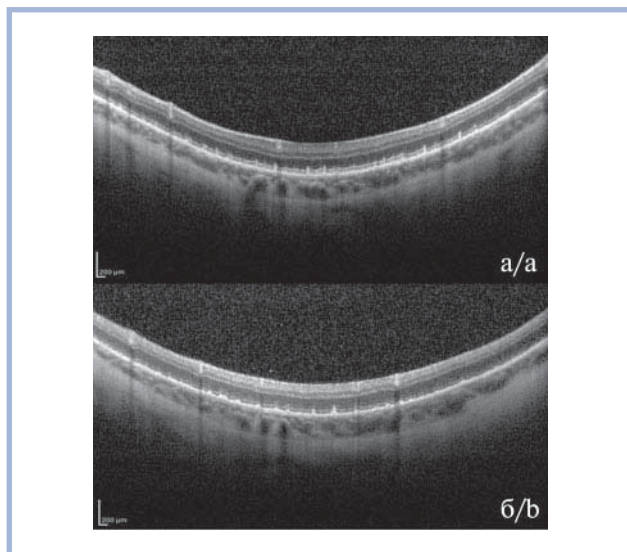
Оптическая когерентная томограмма правого (а) и левого (б) глаза с характерными фокальными утолщениями с центром в наружных сегментах фоторецепторов, распространяющимися по направлению к наружной пограничной мембране с одной стороны и к РПЭ с другой, соответствующие множественным дискретным белоточечным пятнам.
